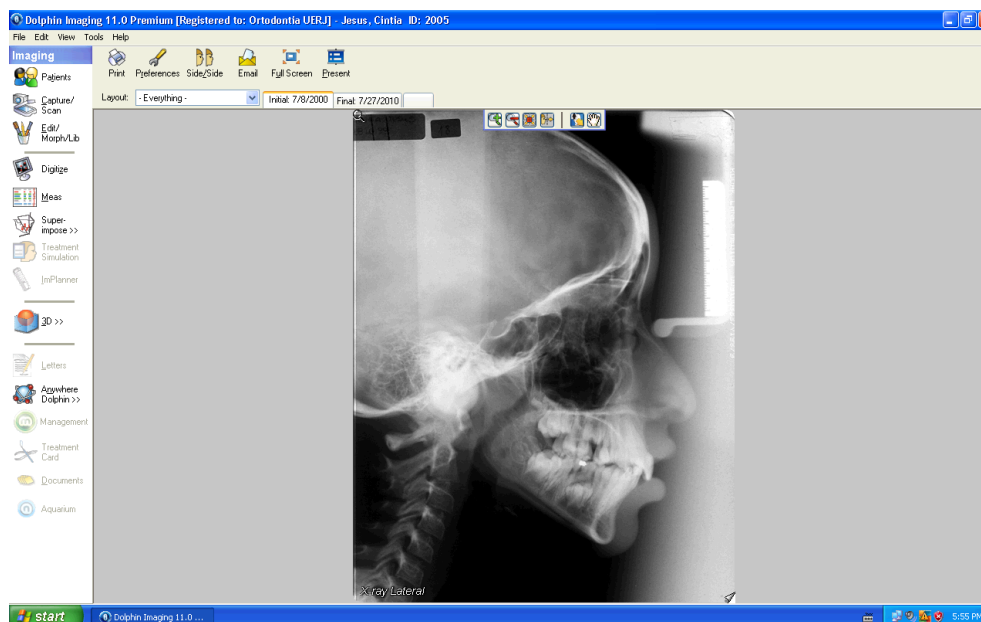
Radiografia digitalizada e convertida em um arquivo do programa Dolphin Imaging<sup>55</sup> 11.0 para a obtenção do cefalograma e traçado digitalizado
